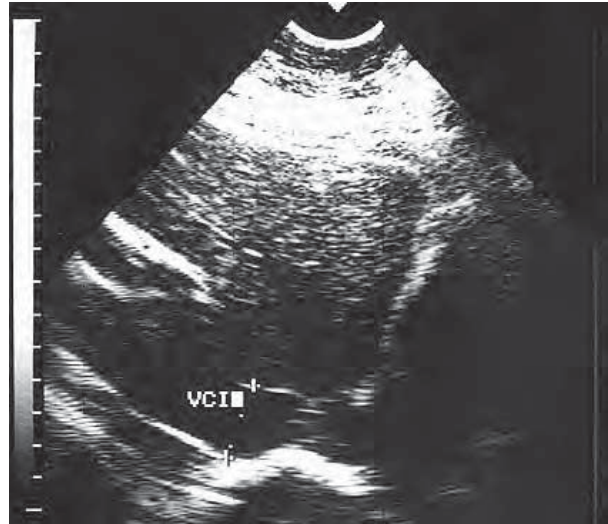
/19. Ecocardiograma transtorácico. Plano subcostal longitudinal de la vena cava inferior, que aparece dilatada (24 mm) y sin colapso inspiratorio.
